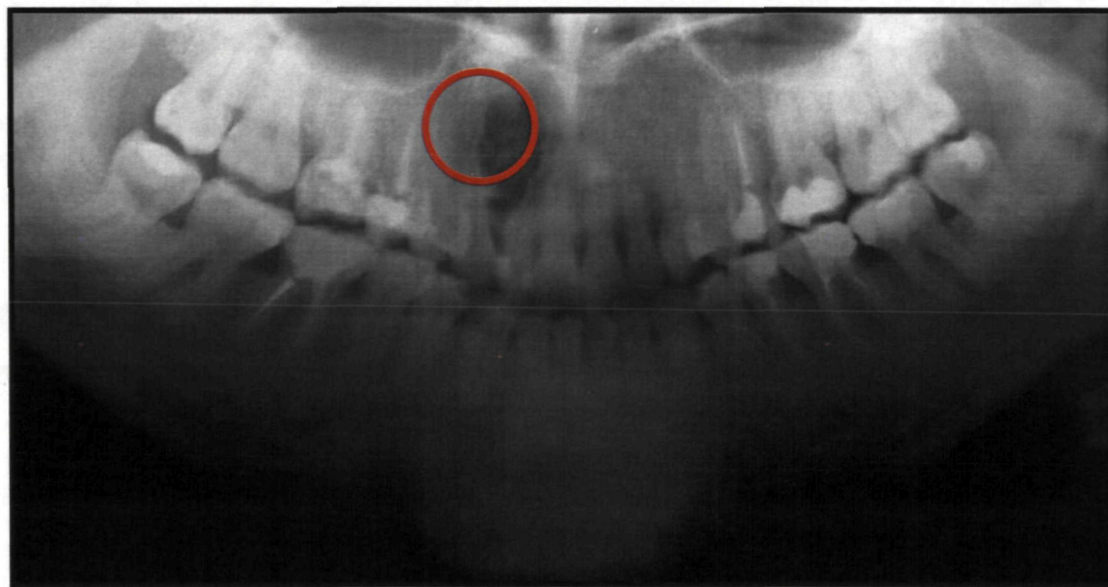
Отпечаток рентгенограммы больной М. Радикулярная киста верхней челюсти размером 1х2 см в области 11-12 зубов
